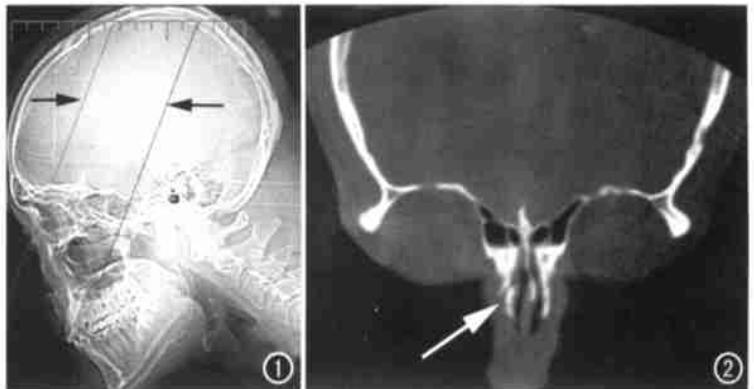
顺鼻骨骨折 CT 扫描法定位: 俯卧位, 根据鼻梁的高低适当打上角度, 起于鼻梁处, 止于上颌窦的后壁(若患者仰卧位定位线角度反打)。
